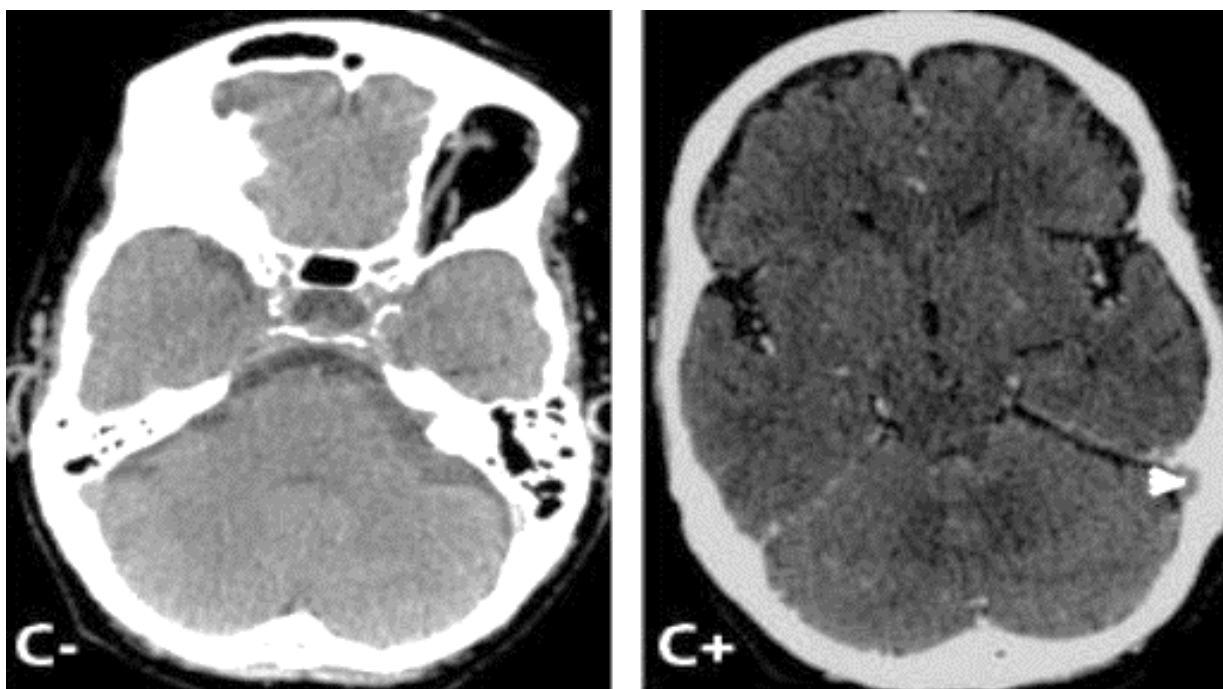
Patiente de 45 ans, admise pour syndrome d'HTIC fébrile avec à l'examen une paralysie du III gauche complet. PL montre une méningite à prédominance lymphocytaire TDM cérébrale C-/C+ : défaut de rehaussement du sinus sigmoïde gauche (tête de flèche).
